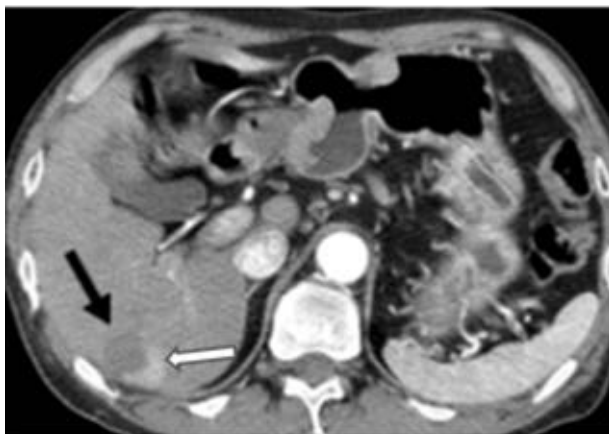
МСКТ. Артериальная фаза. Гиперваскулярный фрагмент (белая стрелка) на фоне гиповаскулярного образования (черная стрелка) в 6 сегменте печени — признак «узла в узле»
